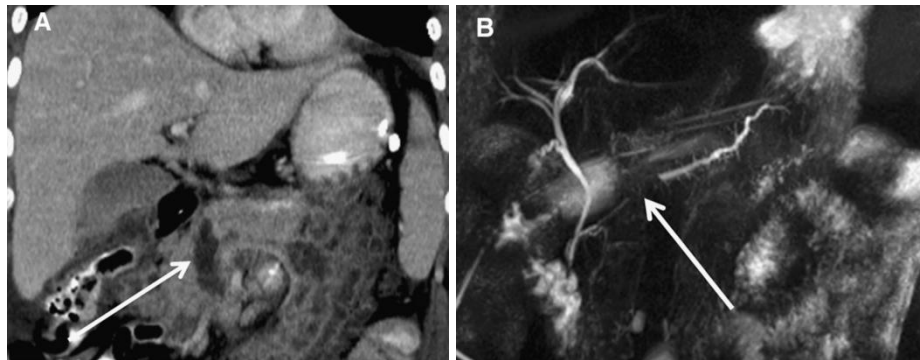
A. Coronal CT scan, showing a laceration in the pancreatic head, involving >50% of the parenchyma. B. MRCP reveals complete rupture of the main pancreatic duct (16).
